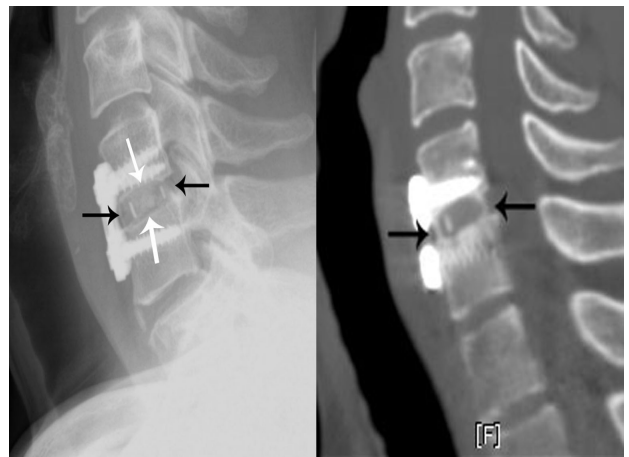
Imaging studies of a patient with C6-7 anterior cervical discectomy and fusion with Cervios-chronOS cage. The postoperative 6 month follow-up lateral X-ray (Left) and postoperative 6 month follow-up lateral CT (Right). Bone fusion check point (arrow).
